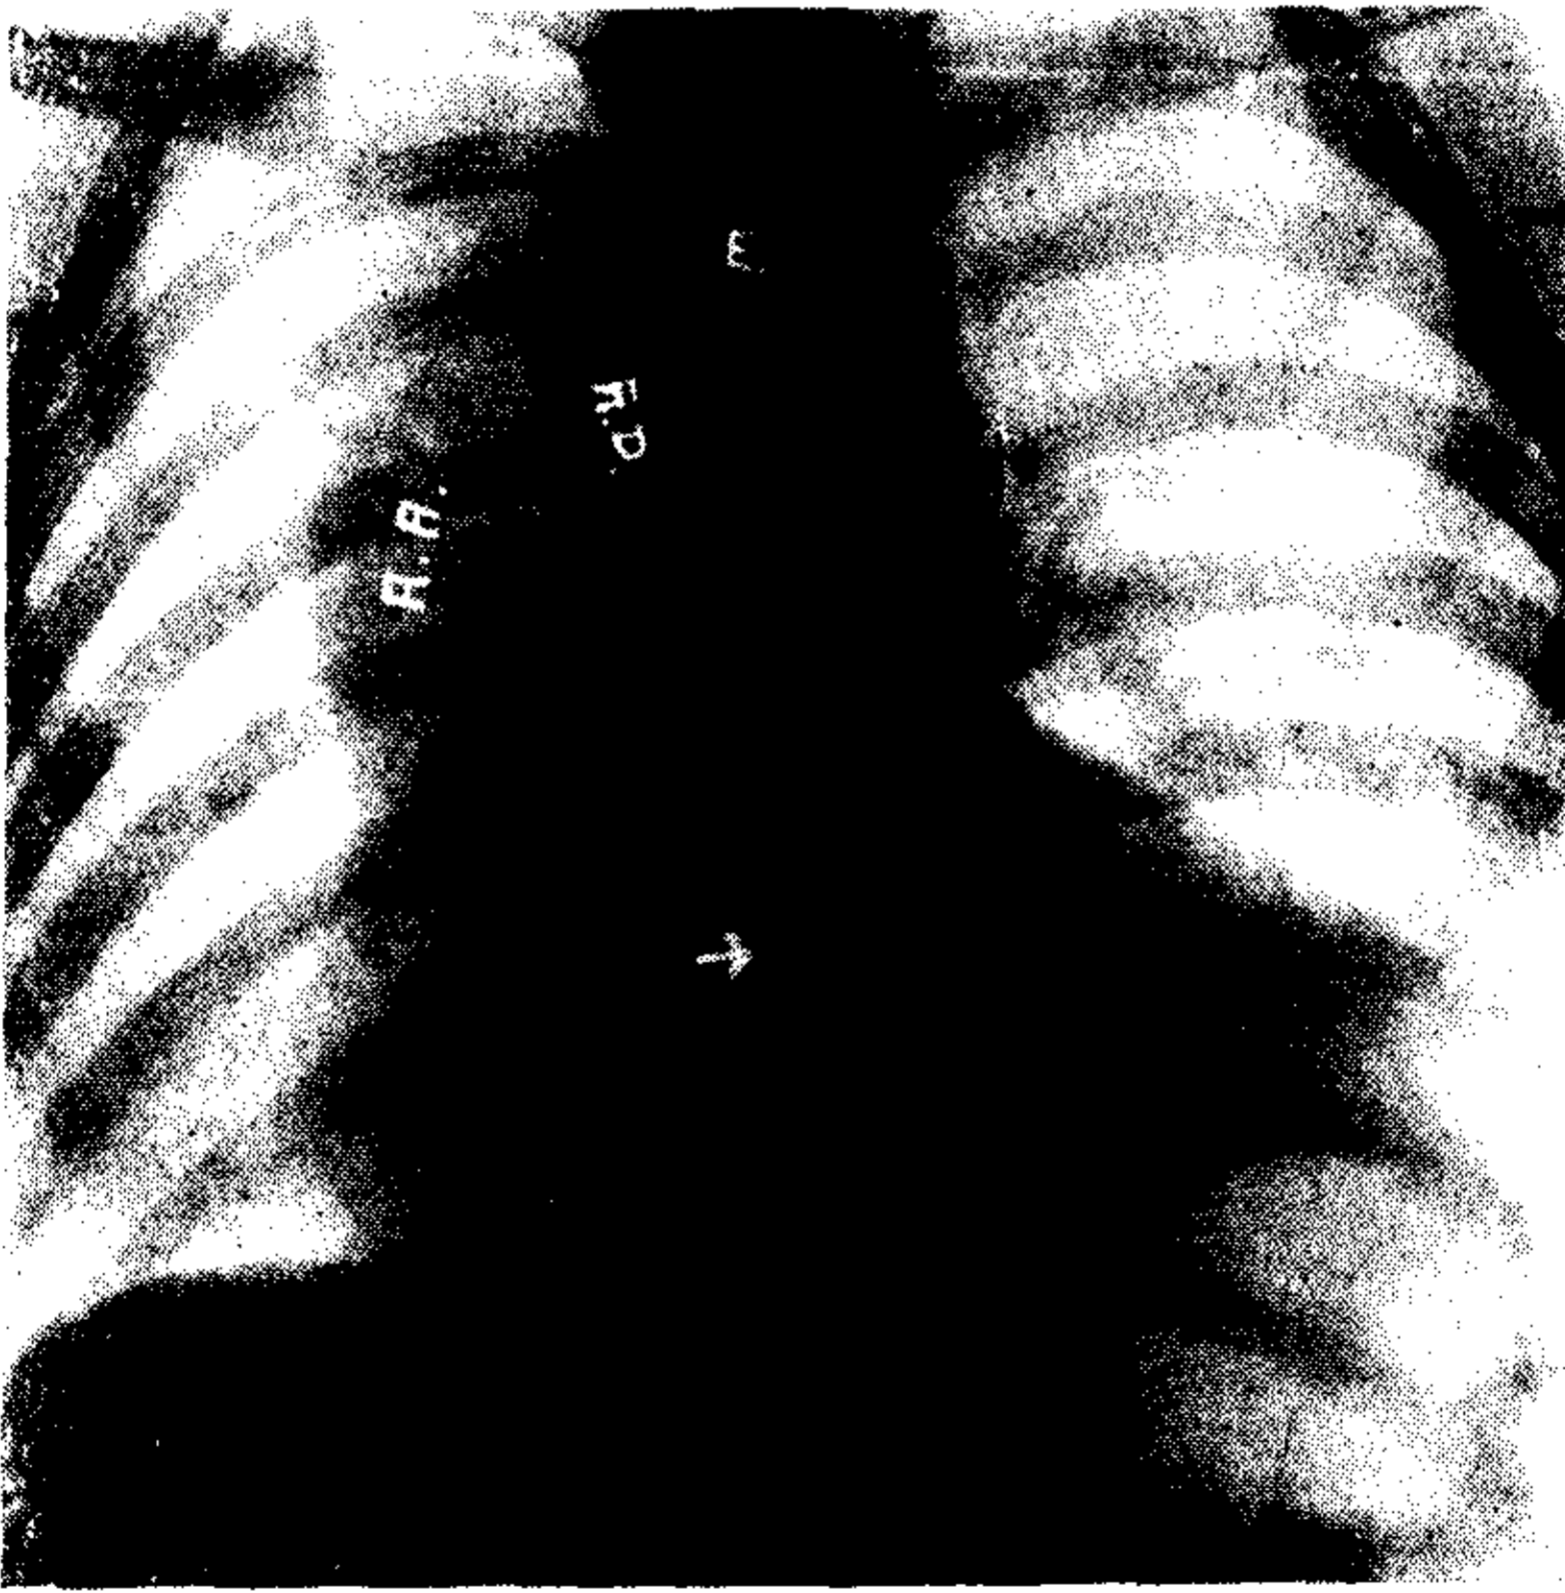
(Ob. 4). Telerradiografía en posición frontal con relleno esofágico. Aorta ascendente (A.A.) y aorta descendente a la derecha de la sombra esofágica (E), la cual está situada bien en la línea media, no presentando la escotadura izquierda de la aorta y en cambio presentando una depresión en su parte más inferior (flecha) por presión de la aorta descendente en el momento que se hace mediana.
